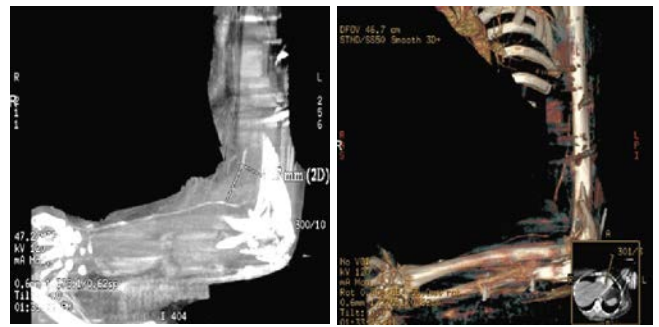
КТ-ангиография в разных режимах
